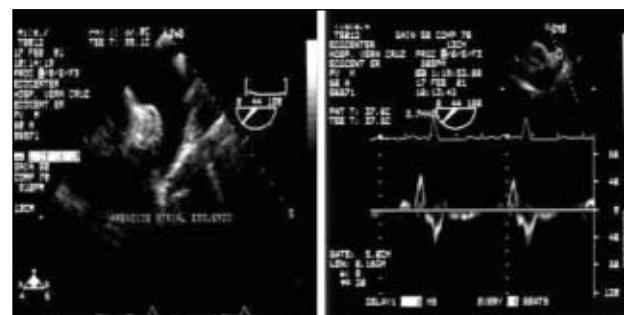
Apêndice atrial esquerdo e o registro de suas velocidades (padrão bifásico) ao ecocardiograma transesofágico.
